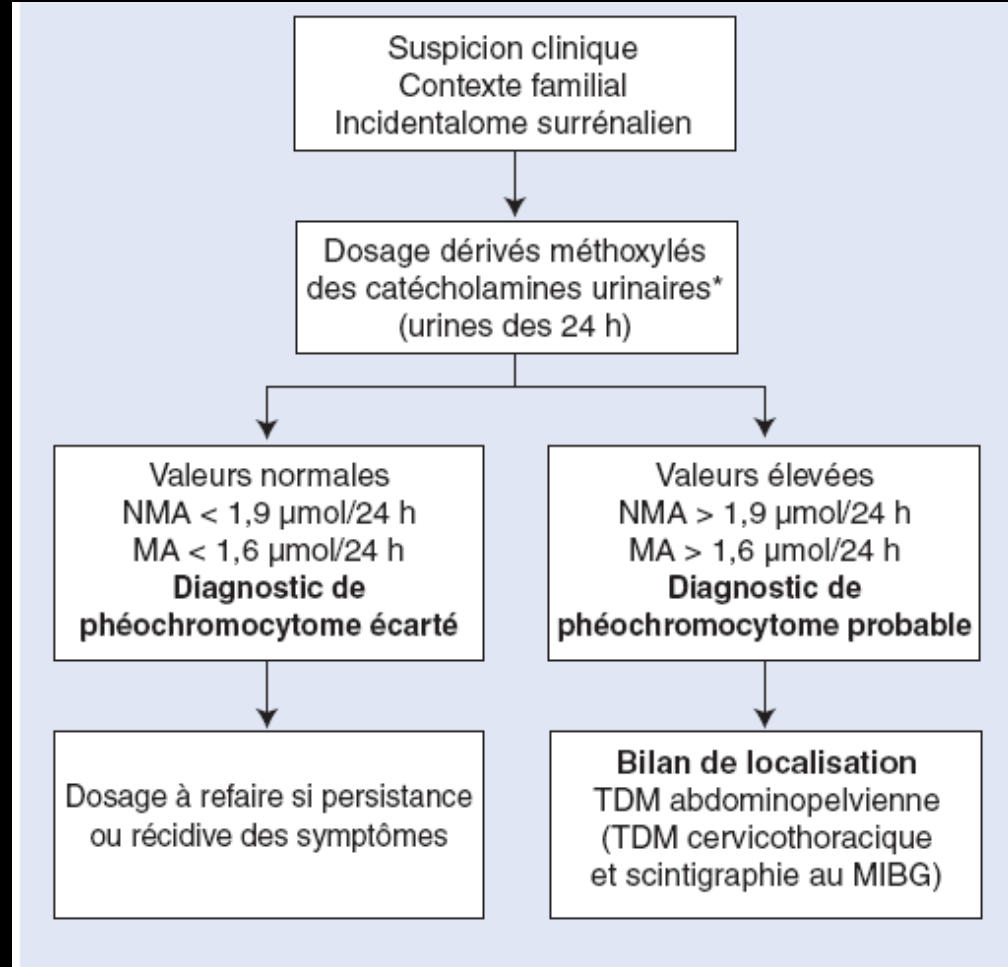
Arbre décisionnel. Dépistage et diagnostic de phéochromocytome. TDM : tomodensitométrie ; MIBG : méta-iodobenzylguanidine ; NMA : normétadrénaline ; MA : metadrénaline. Certains auteurs recommandent la mesure des dérivés méthoxylés des catécholamines plasmaticues dans un premier temps. Des valeurs normales (normétadrénaline NMA < 112 ng/l ; métadrénaline MA < 61 ng/l) permettent d'écarter le diagnostic de phéochromocytome. Des valeurs au moins quatre fois supérieures à la normale (NMA > 400 ng/l ; MA > 230 ng/l) sont très en faveur d'un phéochromocytome. Des mesures intermédiaires rendent indispensables la réalisation des dosages urinaires.
